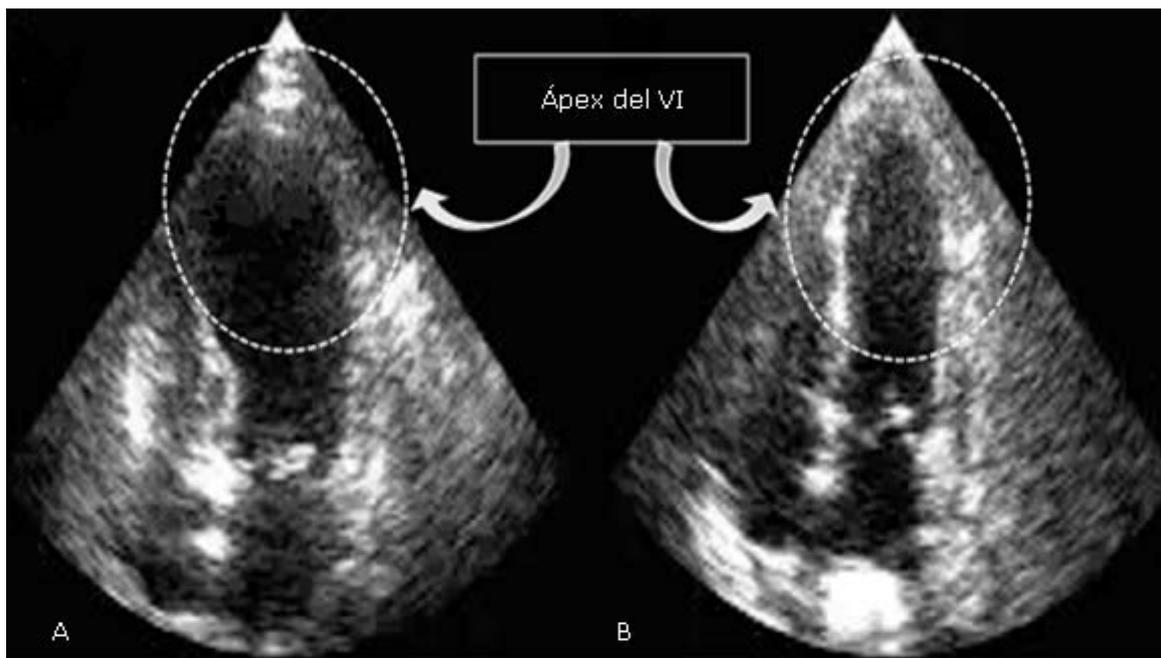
Ecocardiograma transtorácico vista de cuatro cámaras. A) En fase aguda apical se aprecia deformidad apical con estrechamiento de segmentos basales del VI. B) En seguimiento a los dos meses con recuperación total de las alteraciones morfológicas. VI: ventrículo izquierdo.
